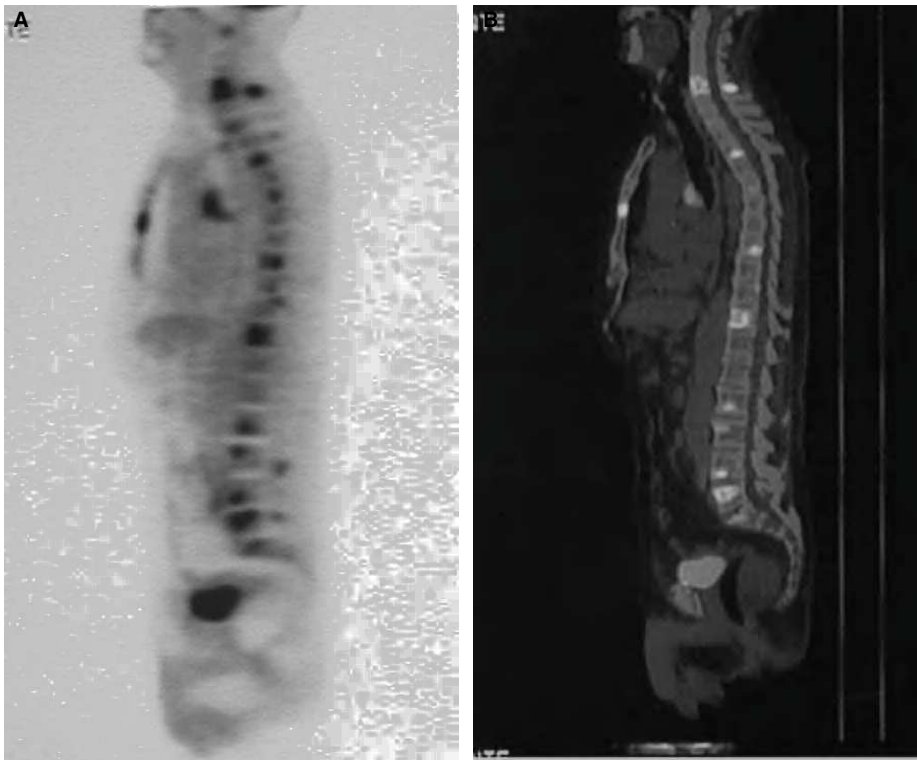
Tomografía por emisión de positrones con fluorodesoxiglucosa (PET-FDG) (A) y PET/tomografía computarizada (TC) (B), corte sagital, en las que se observan múltiples imágenes de hipercaptación en el esqueleto compatibles con una diseminación ósea metastásica.
